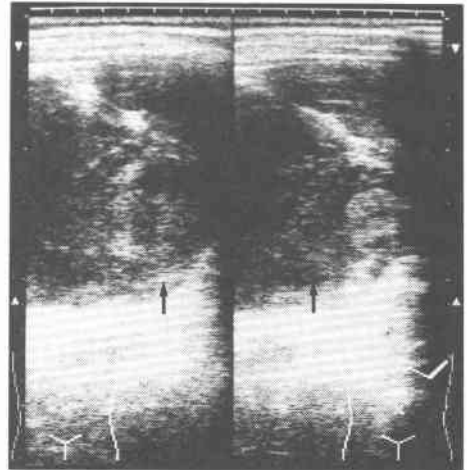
腹部超音波検査(症例2), 脾尾部から脾門部にかけて、層状構造を示す腫瘤影(↑)がみられる.
